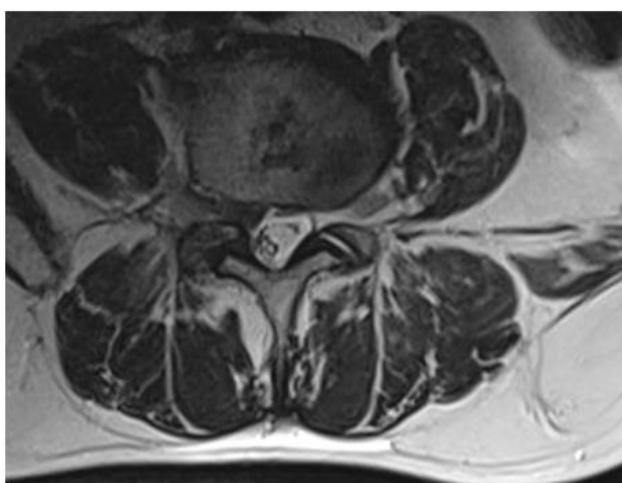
A Aspects IRM d'une hernie discale.
